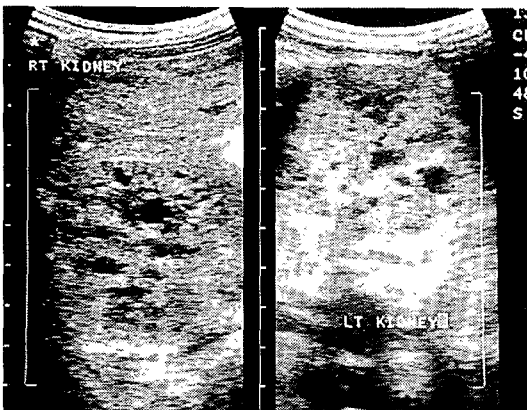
Autosomal recessive polycystic kidney disease : abdominal sonography shows multiple small cysts in bilateral renal parenchymas and enlarged, hyperechoic kidneys with poor differentiation between cortex and medulla.
